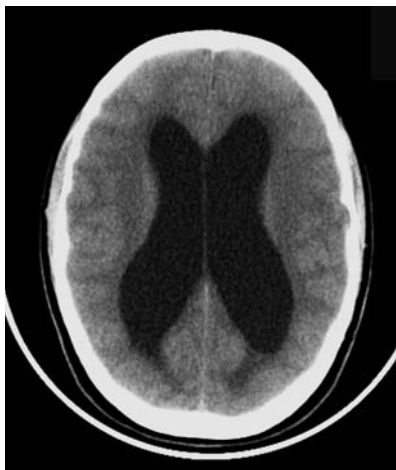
Наблюдение № 1. СКТ головного мозга до и после первой операции
